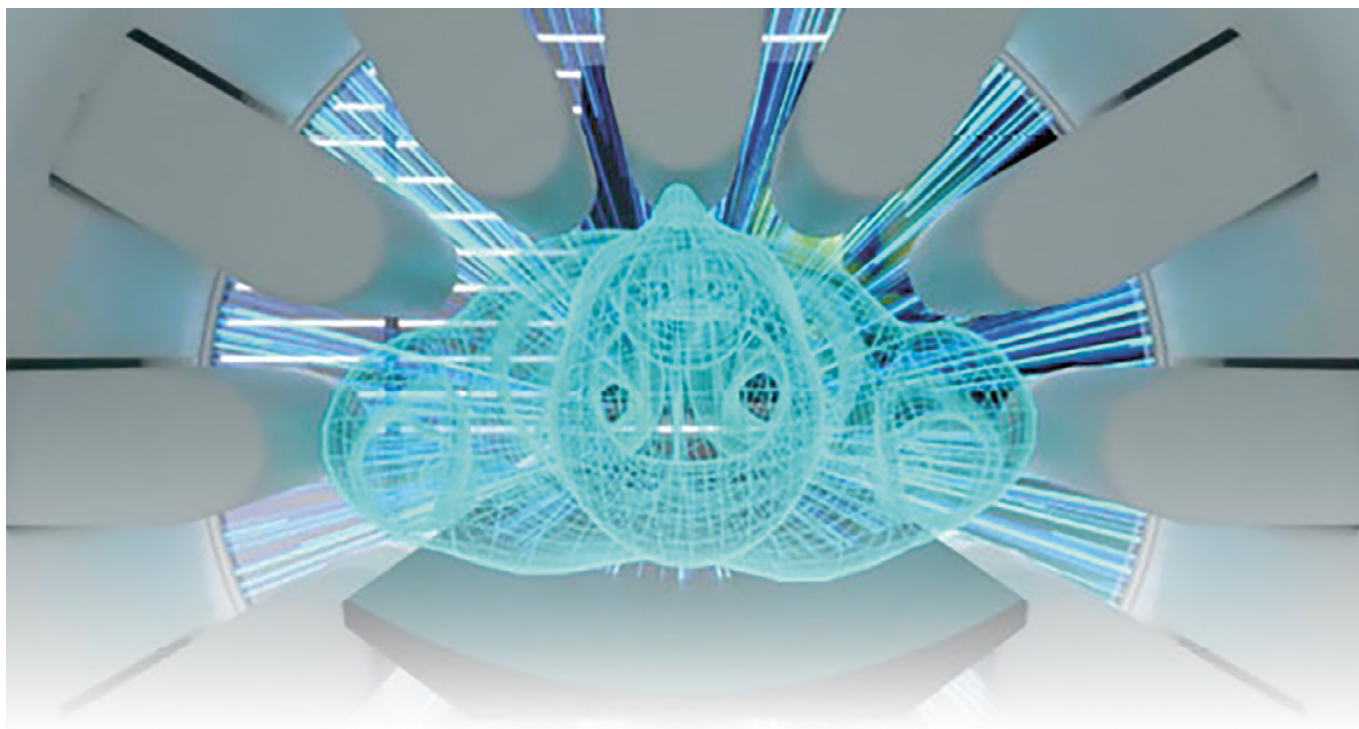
Система ОФЭКТ-КТ StarGuide [14].
